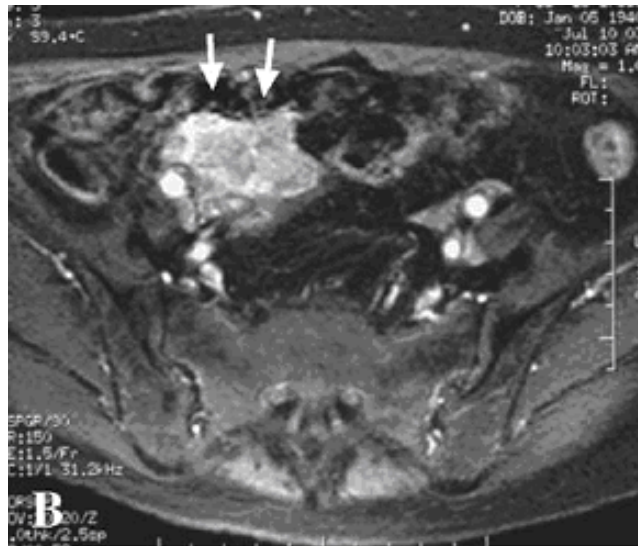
IRM pelvienne :
